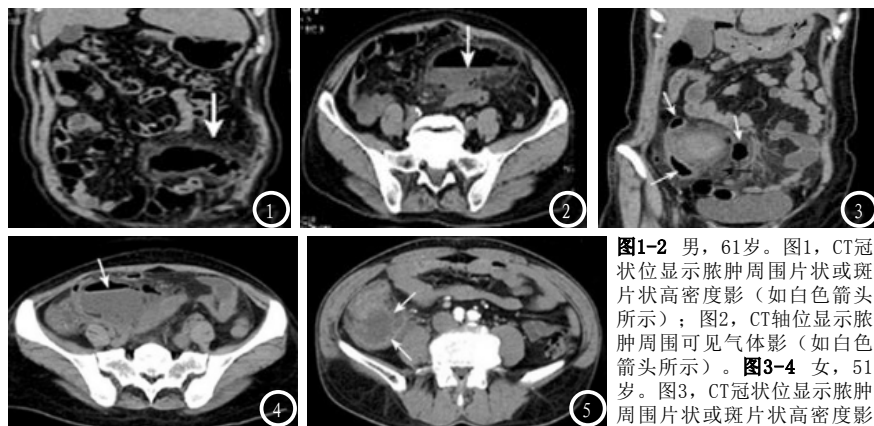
男, 61岁。图1, CT冠状位显示脓肿周围片状或斑片状高密度影(如白色箭头所示); 图2, CT轴位显示脓肿周围可见气体影(如白色箭头所示)。图3-4 女, 51岁。图3, CT冠状位显示脓肿周围片状或斑片状高密度影(如白色箭头所示); 邻近肠管积气(如黑色箭头所示); 图4, CT轴位显示脓肿周围可见气-液平面(如白色箭头所示)。图5 男, 57岁。增强扫描动脉期可见脓肿壁呈环形强化(如白色箭头所示)。
